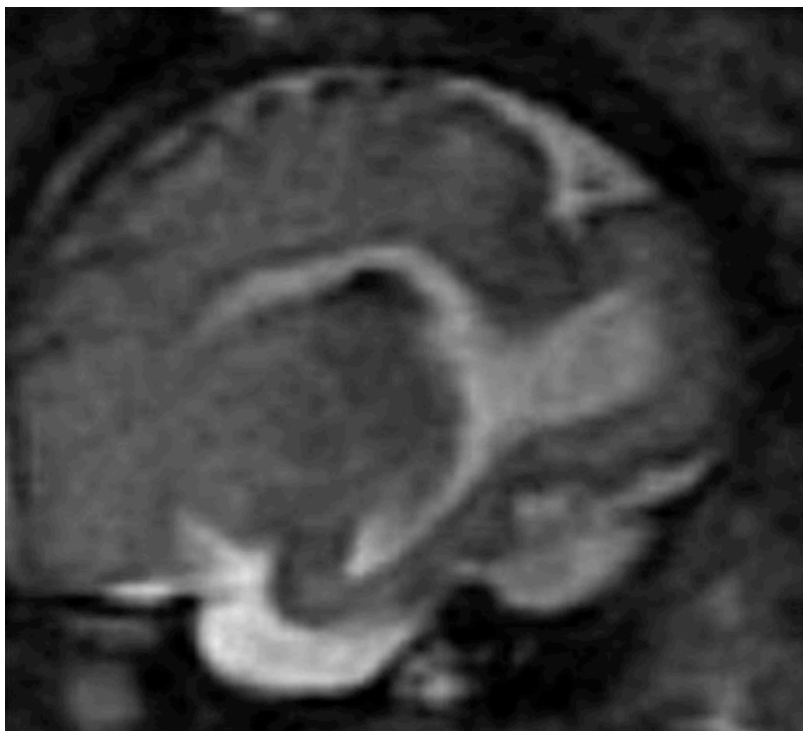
RMN (T2 SSFSE): Anomalia della migrazione neuronale (31 settimane). Sezione sagittale.
